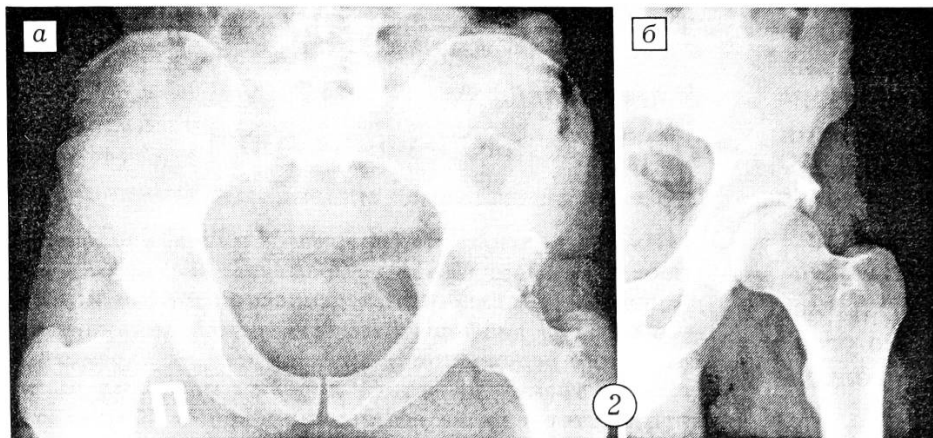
Рентгенограммы больного Г. в стандартной переднезадней (а) и запирающей (б) проекциях.
